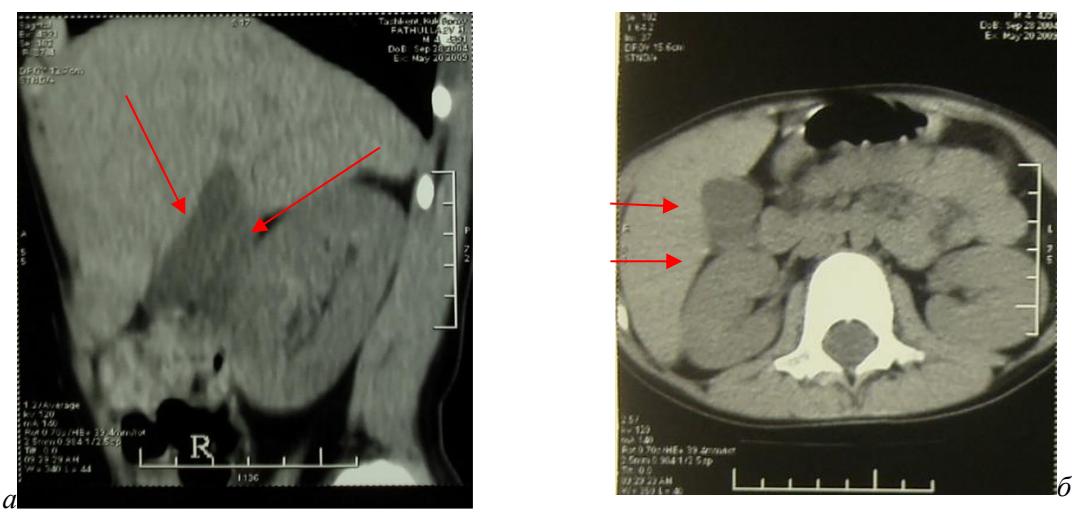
МСКТ картина УЖП (объяснение в тексте).
